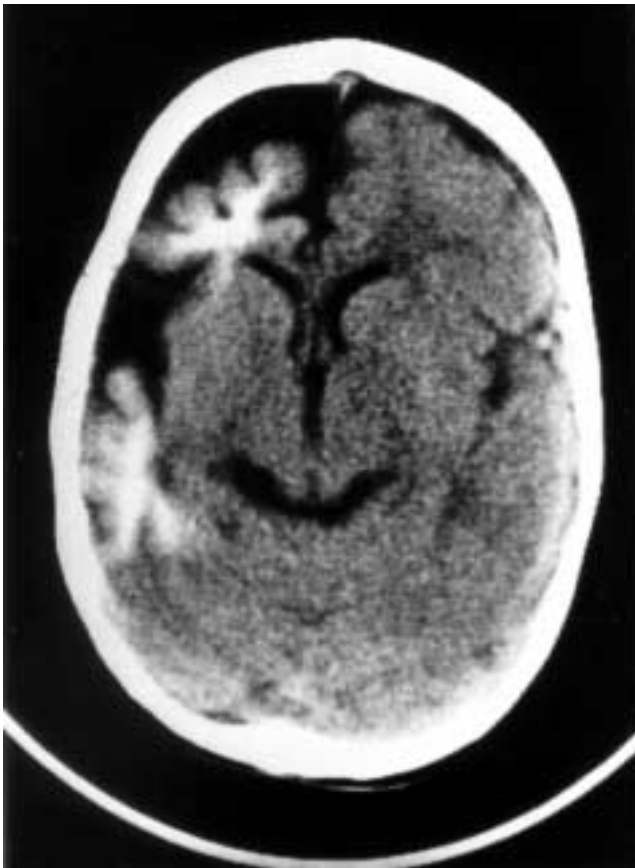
Estudio de TAC sin contraste efectuado a los 16 meses de edad, que demuestra atrofia cerebral importante y desarrollo de calcificaciones corticales a nivel frontotemporal.
